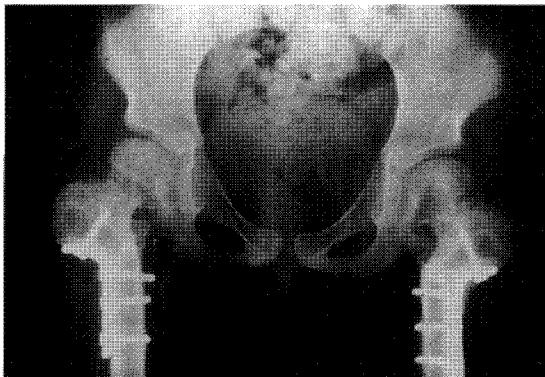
Twelve months after operation. Radiograph shows good healing of metaphyseal bony defect.
